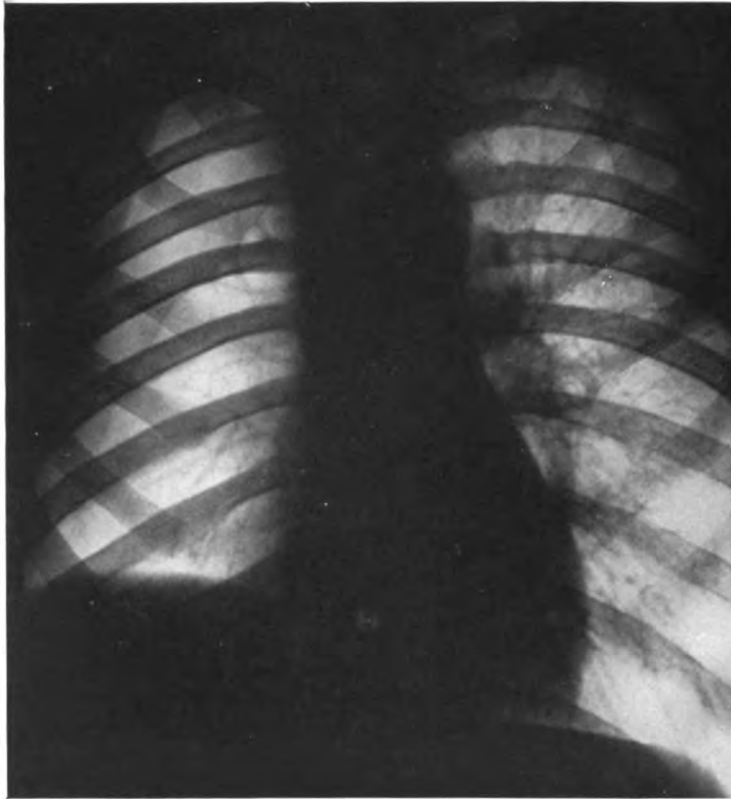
Radiographie simple (Cas n° III).
